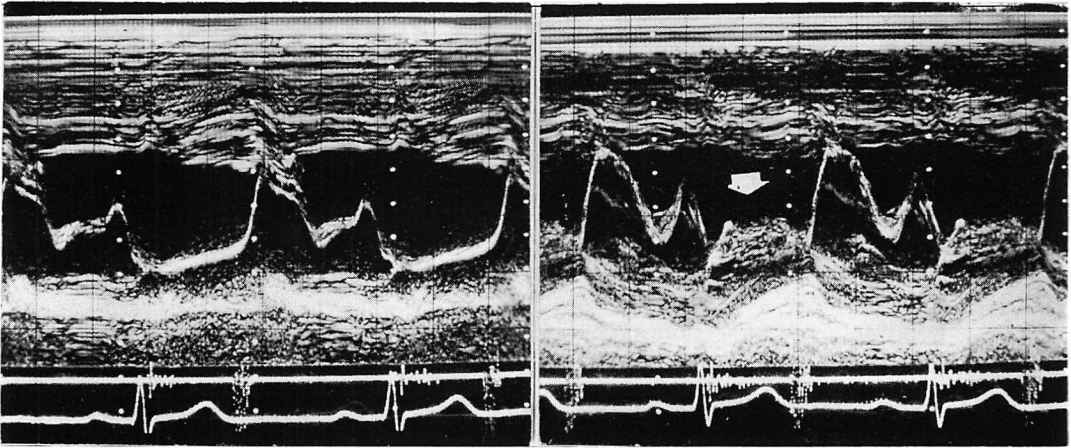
M-mode echocardiogram (18 y.o., male) with mitral valve prolapse.
